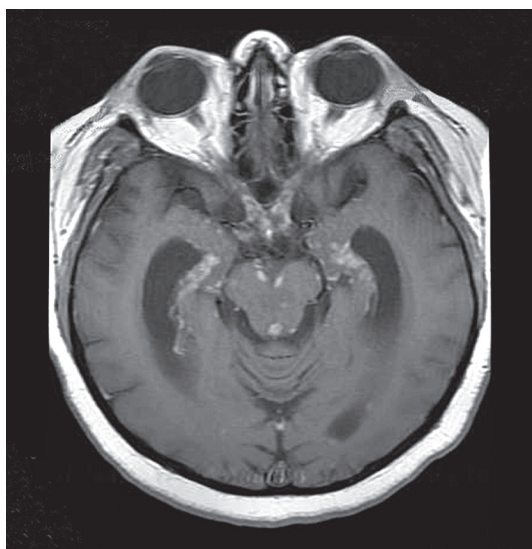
МРТ головного мозга больной К. до лечения.
